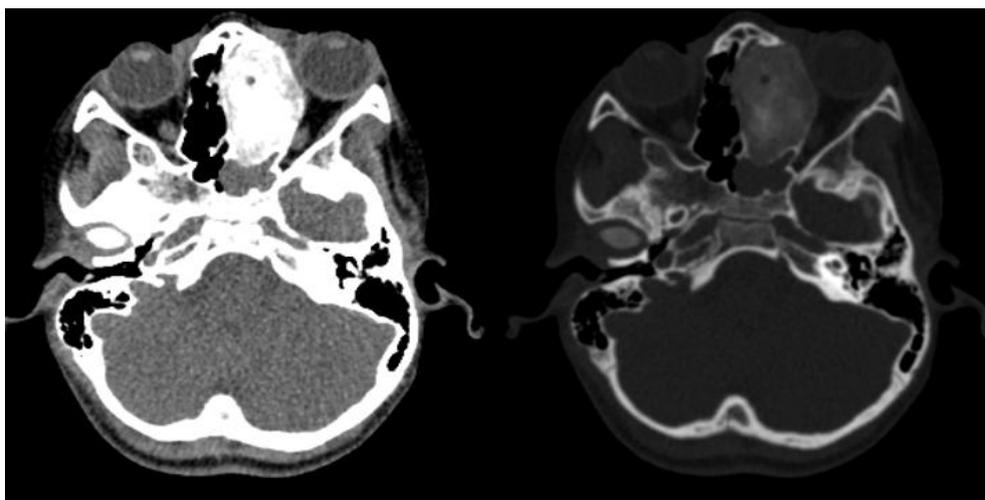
TC simple de órbitas: Cortes axiales (ventana de partes blandas y ventana ósea) donde se demuestra la lesión ocupativa naso-etmoidal izquierda con extensión
